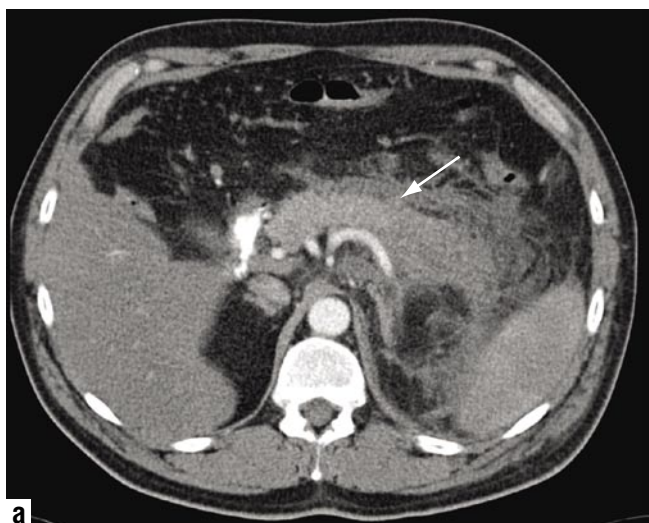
а – СКТ в артериальную фазу контрастирования, снижение накопления контрастного препарата в хвосте поджелудочной железы, соответствующее некрозу. б – МРТ T1 FFE VI гипоинтенсивный МР – сигнал от хвоста за счет деструктивных изменений, граница с сохранившей жизнеспособность тканью (стрелка) более отчетлива, чем на СКТ
